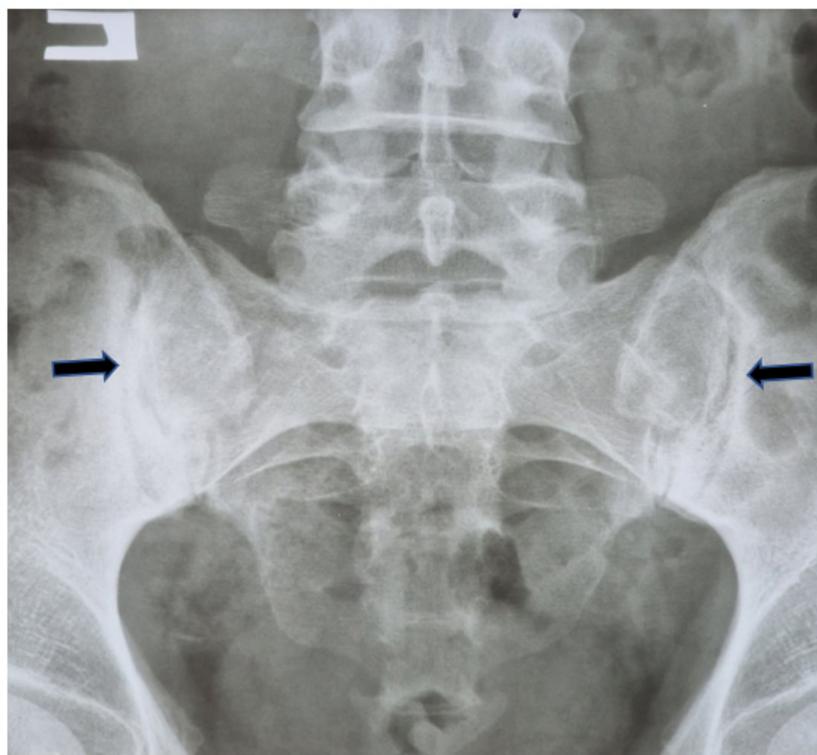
Рентгенограмма крестцово-подвздошных сочленений. Двусторонний сакроилеит (стрелки)
